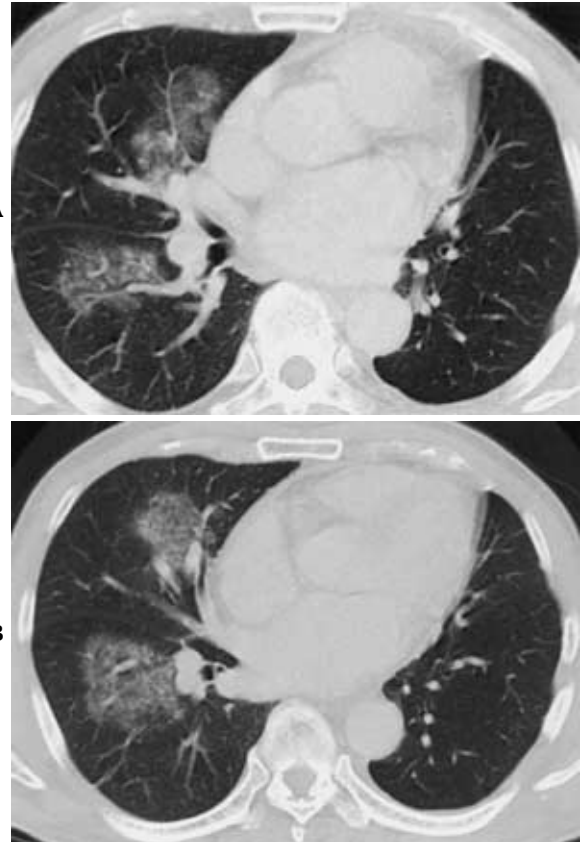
A. Chest CT on admission shows GGA in the middle and lower lobes around a bundle of bronchi and vessels. The peripheral lung parenchyma is spared. B. Chest CT at the same time as Figure 5A, shows GGA 15 mm below the level of 5A.
